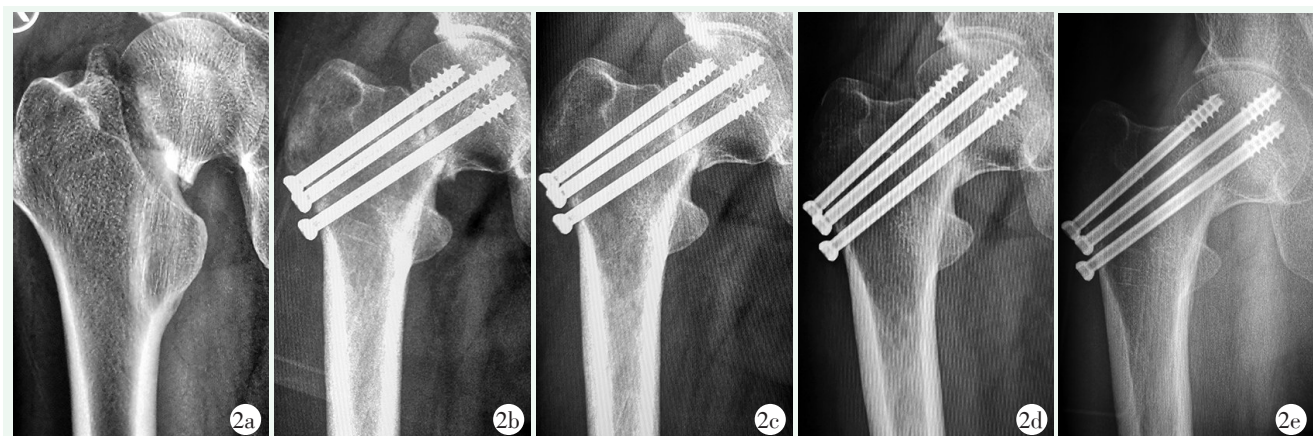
患者，男，50岁，交通事故伤致右股骨颈骨折，行CS固定 2a: 术前正位X线片示骨折Garden IV型，Pauwels III型 2b: 术后3个月骨折线清晰，无愈合迹象 2c: 术后6个月X线片示骨折线仍清晰，螺钉切出 2d: 术后12个月X线片示骨折未愈合，出现股骨颈短缩，退钉，患者右侧大腿外侧疼痛 2e: 术后14个月X线片示骨折线模糊，骨折愈合，3枚螺钉均出现退钉，患者股骨颈短缩，出现跛行
